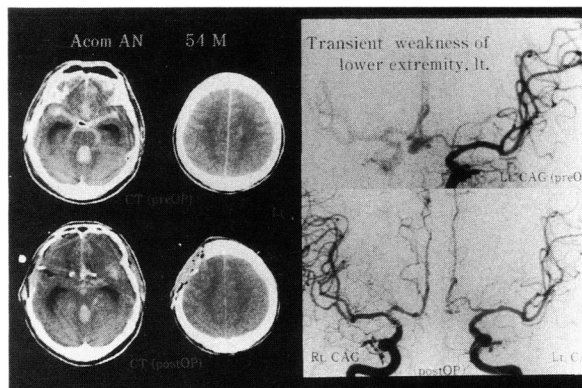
術前 (上段)・術後 (下段) CT, 脳血管写
